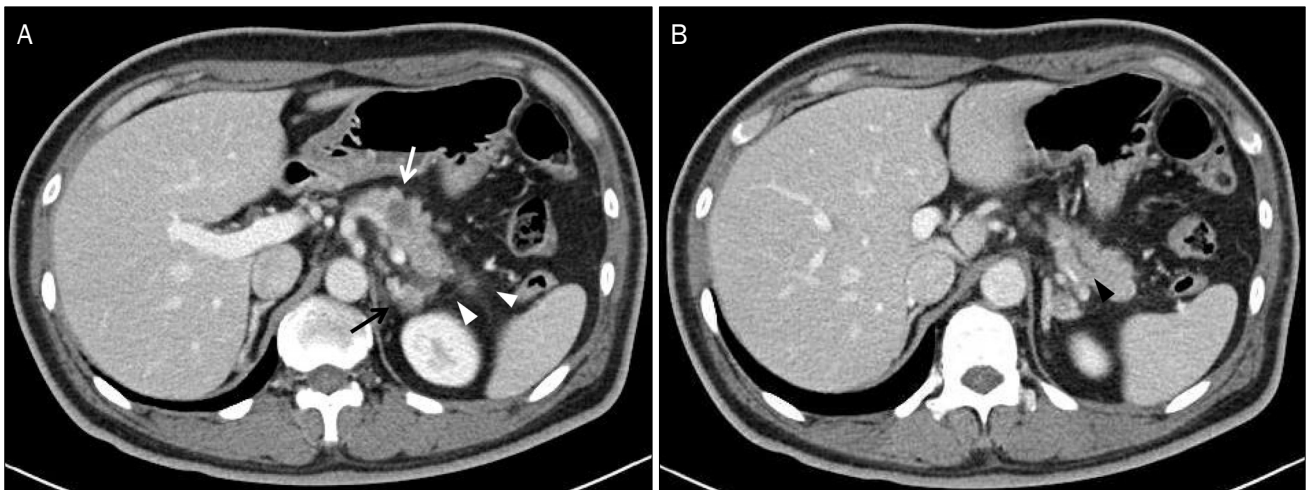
(A) Abdominal computed tomography showed a 1.7 cm sized low attenuated lesion at the pancreatic body (white arrow), peripancreatic infiltration (arrowheads), adrenal nodule (black arrow), and (B) p-duct dilation (black arrowhead).
